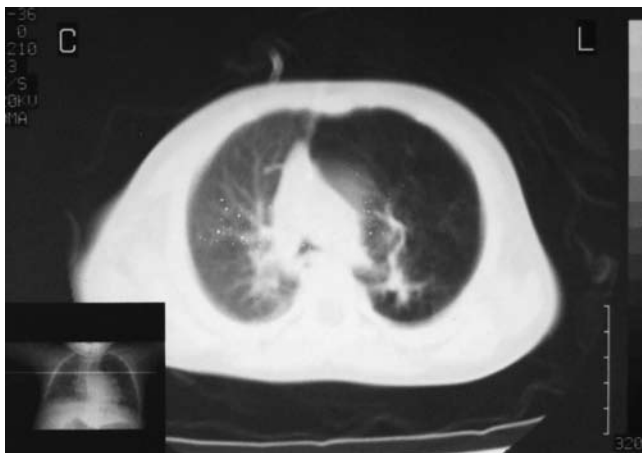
Tomografía axial computarizada: muestra hiperinsuflación del lóbulo superior izquierdo con herniación transmediastinal.
